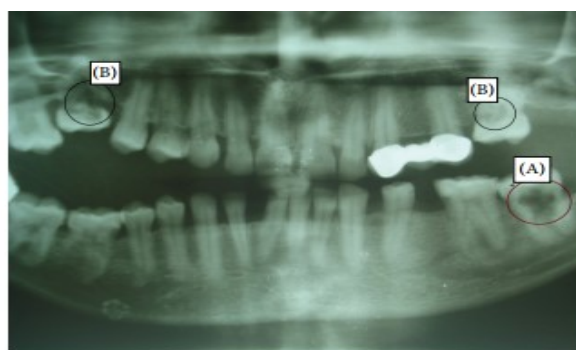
Ortopantomografia sugestiva de reabsorção interna e reabsorção cervical.
